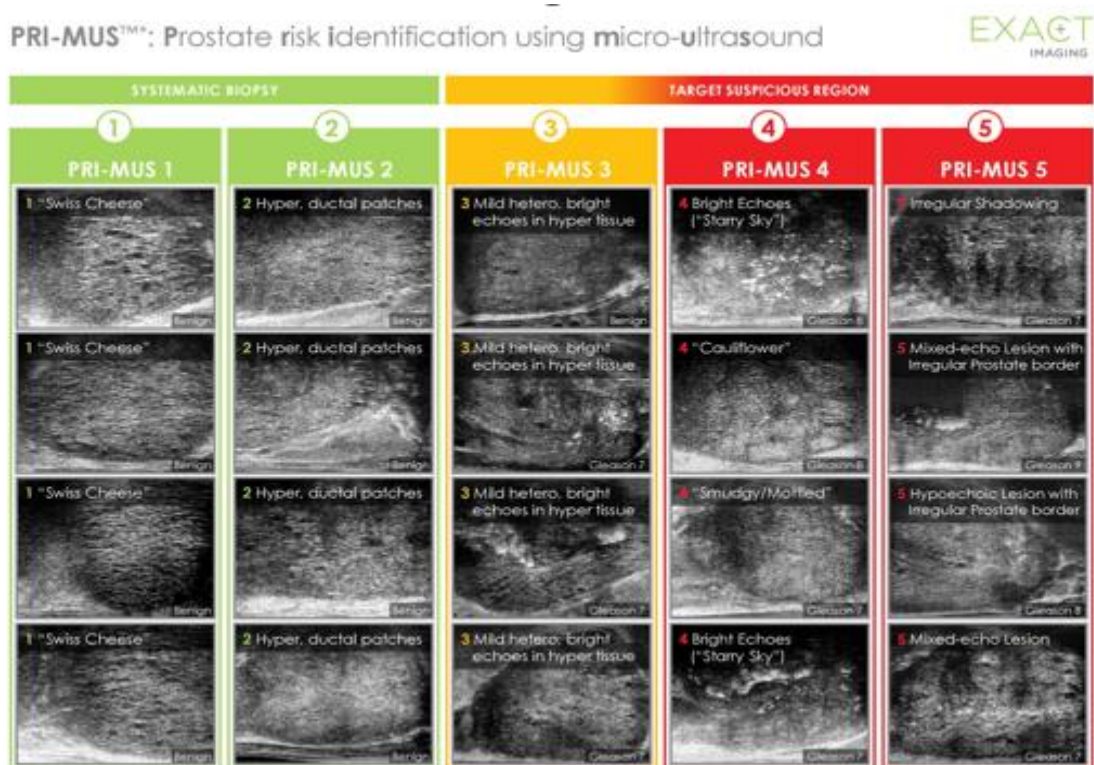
Clasificación PRIMUS de las imágenes de próstata obtenidas mediante ultrasonidos.
